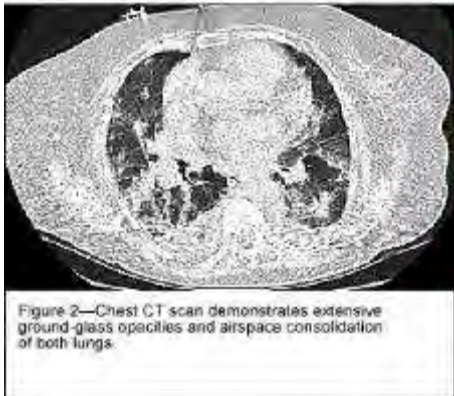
Chest CT scan demonstrates extensive ground-glass opacities and airspace consolidation of both lungs.
